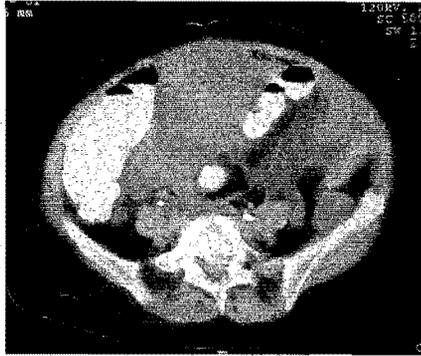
TAC que muestra tumoración ovoidea.
